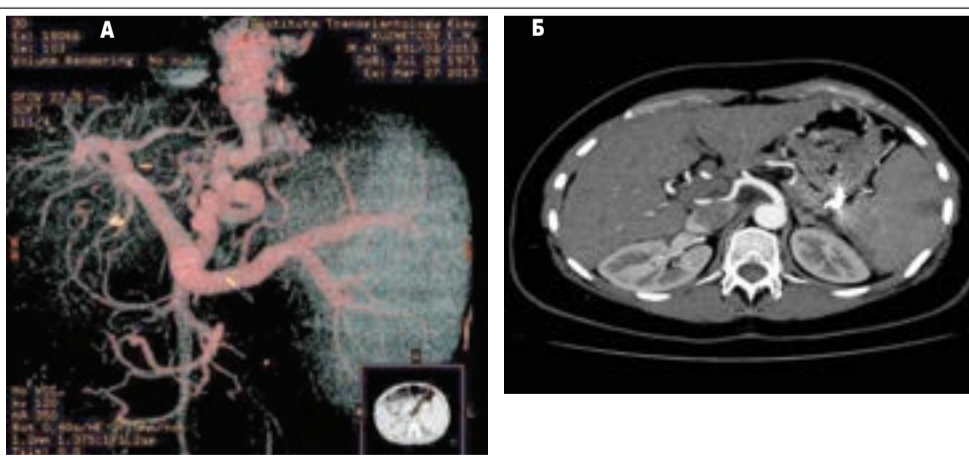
А. МСКТ с 3D реконструкцией венозной (портальной) фазы. Выраженное расширение ствола воротной вены, селезеночной вены, коронарной вены желудка с заполнением паразофагеального венозного сплетения. Б. Пациент К., 44 года. МСКТ с внутривенным усилением после выполнения РЭХВ. В воротах селезенки определяется артефакт установленного в селезеночную артерию окклюдера. В. Пациент Л., 45 лет. МСКТ с 3D реконструкцией артериального русла. 6 месяцев после парциальной ЭСА. Значительное уменьшение кровотока за зоной установки окклюдера
